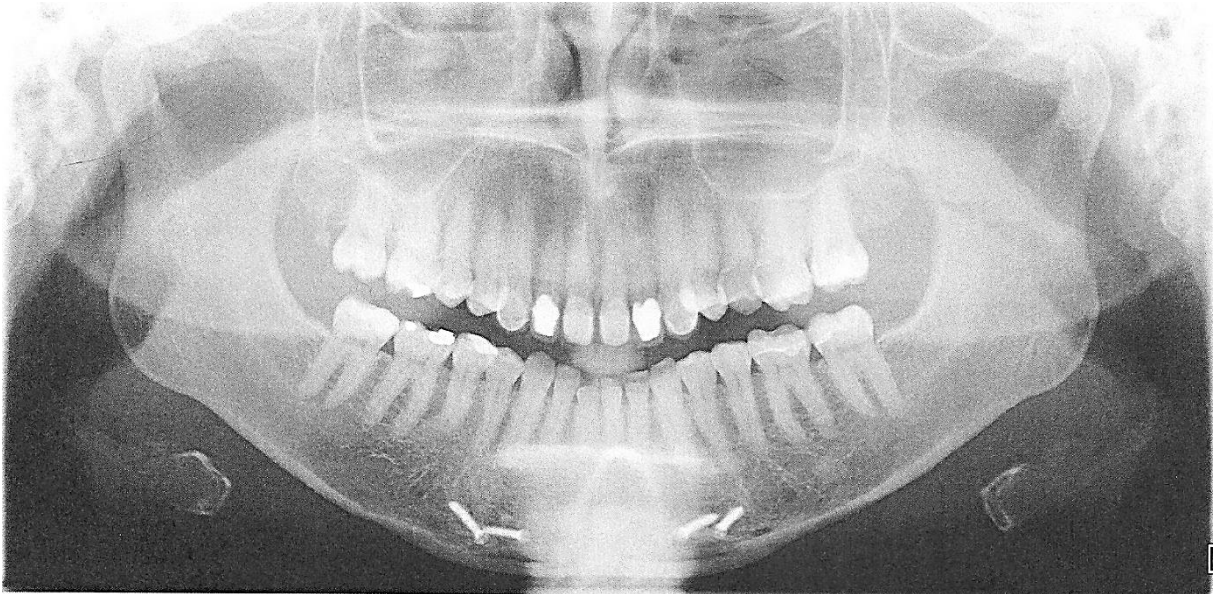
RADIOGRAPHIE PANORAMIQUE D'AURELIE A L'AGE DE 32 ANS REALISEE EN 2014
